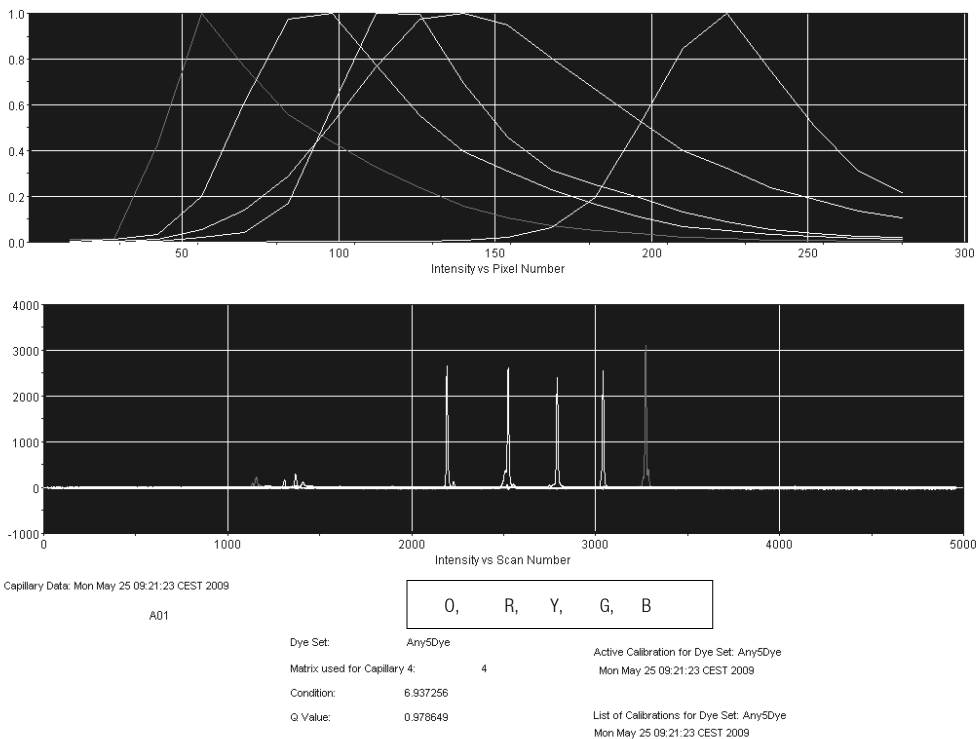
Elektropherogramm der Spektralkalibrierung mit Matrix Standards BT5 am ABI 3130
